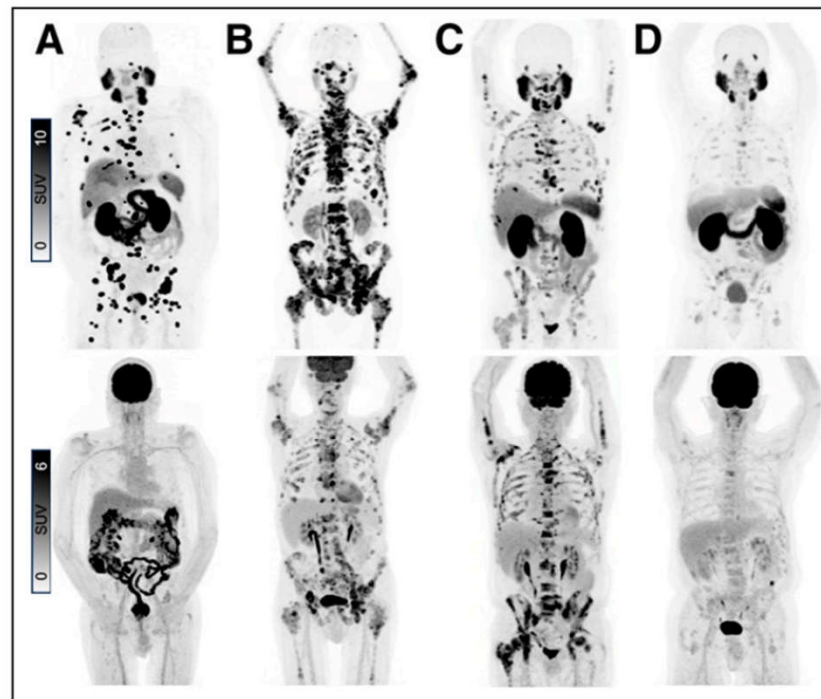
Case examples in which each column represents separate patient, with maximum-intensity projection images of PSMA PET (top row) and ¹⁸F-FDG PET (bottom row). (A and B) Patients classified as TheraP-E. (C and D) Patients classified as TheraP-I because of discordant disease (C) and low PSMA expression (D).
